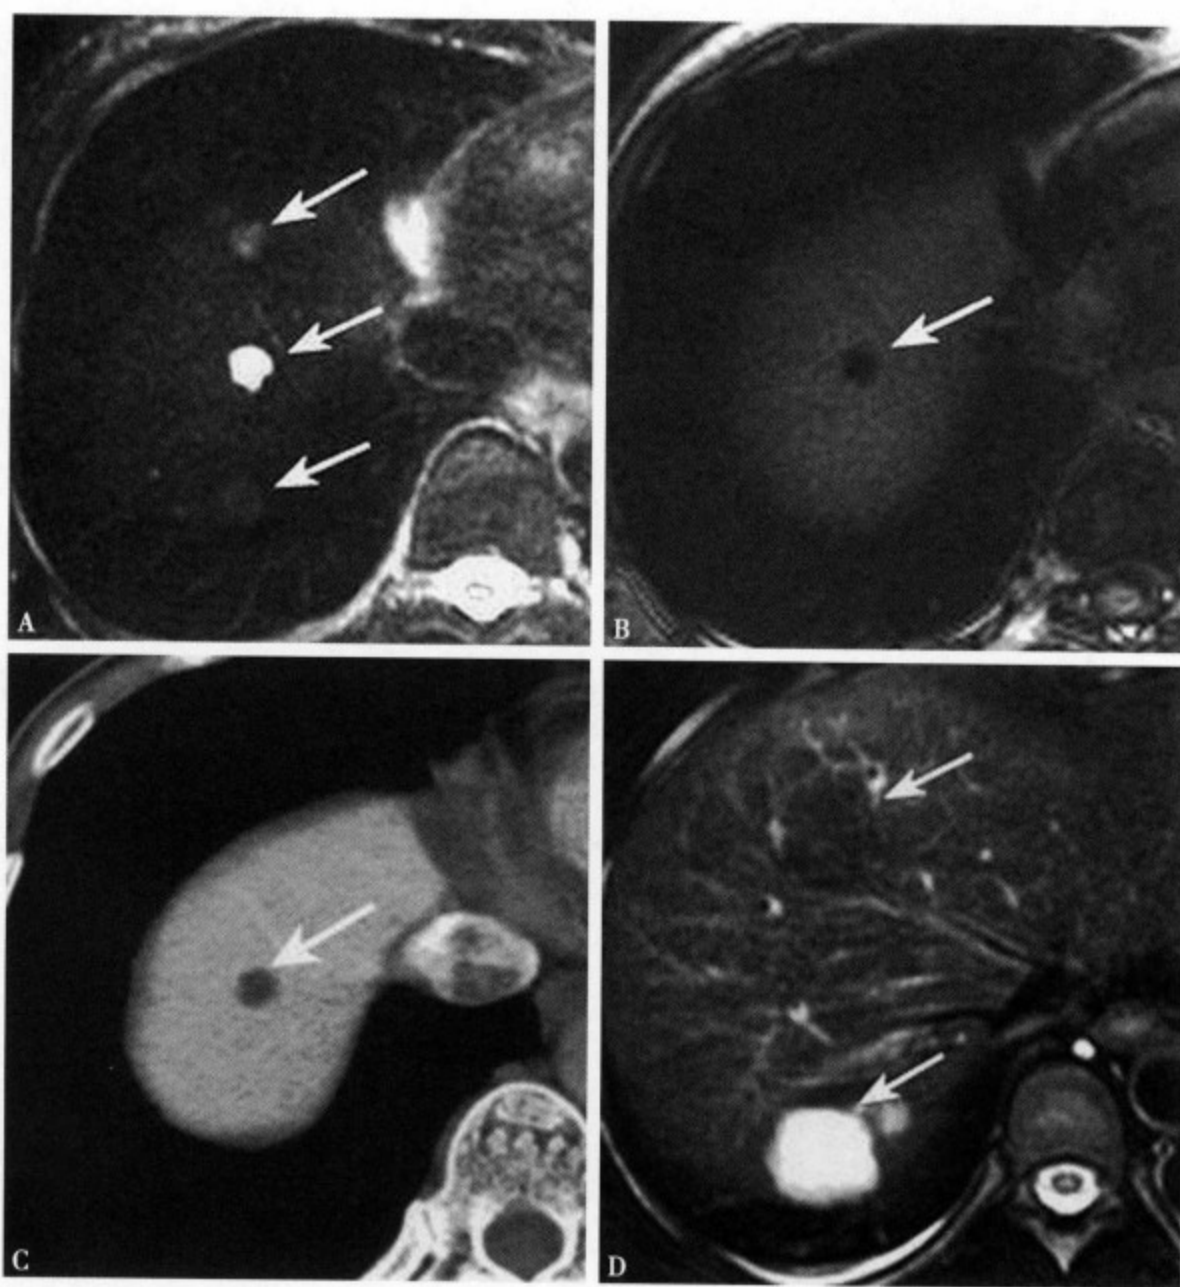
(A) MRI T₂WI 肝右叶一类圆形高信号影，其前、后方分别见类似形态的稍高信号影，考虑为体动伪影；(B) T₁WI 仅显示一个低信号影，其前后方影未显示；(C) 增强 CT 病灶内无强化，边缘轻度强化，考虑肝囊肿；(D) MRI T₂WI 肝右叶后段类圆形高信号，同时于肝右叶前段也见一相似形态的低信号影，考虑为体动伪影；(E) T₁WI 肝右叶前段的低信号影消失；(F) 增强 CT 动脉期见肝右叶后段病灶边缘结节状强化；(G) 增强 CT 延迟期病灶大部分被填充，为典型的血管瘤
